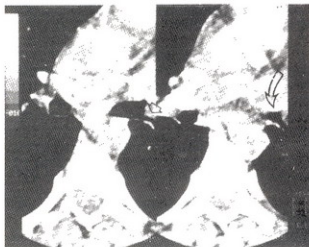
Caso 2. TAC con cortes milimétricos a nivel de la carina. Tumor polipóide en el bronquio intermedio derecho que invade su luz (flecha). (Se muestran dos cortes)
